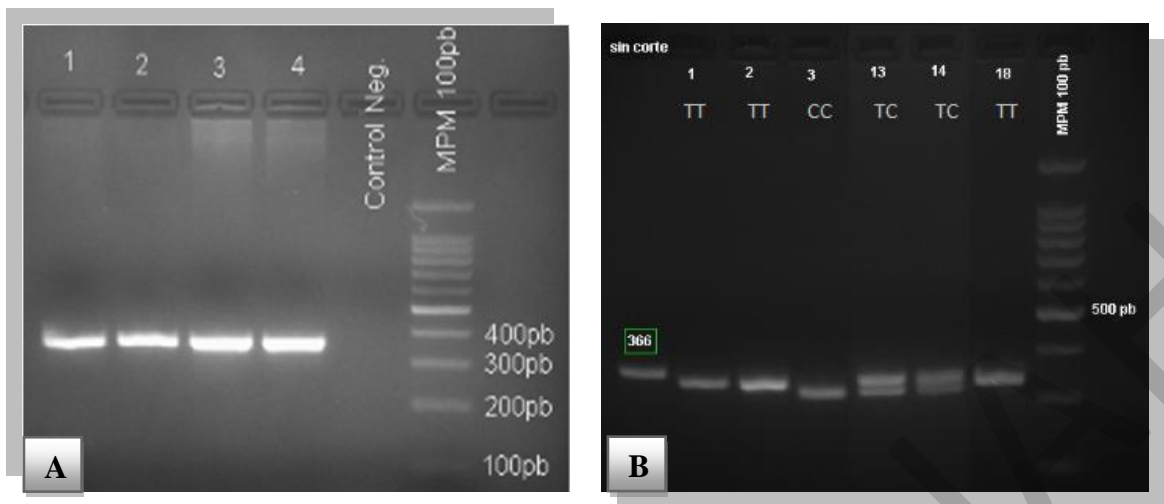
Polimorfismo de la variante FcγRIIA-131 H/R con la enzima de restricción BstUI. A: amplificación por PCR 366pb. B Genotipo RR (CC); 1 banda de 322pb, genotipo RH (TC); 2 bandas de 322 y 343pb, genotipo HH (TT); 1 banda de 343pb.
